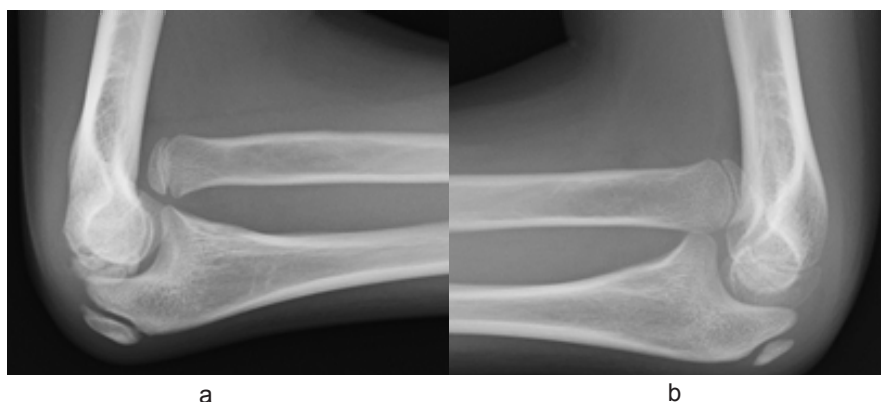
症例① 初診時単純X線像（側面 a左 b右）
